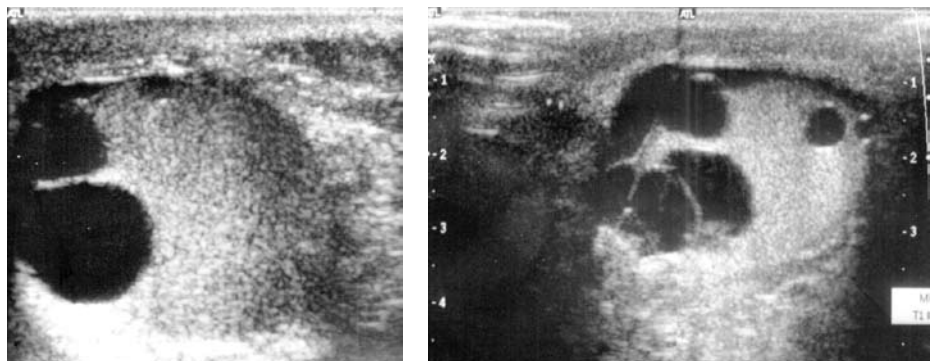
Ecografía testicular
